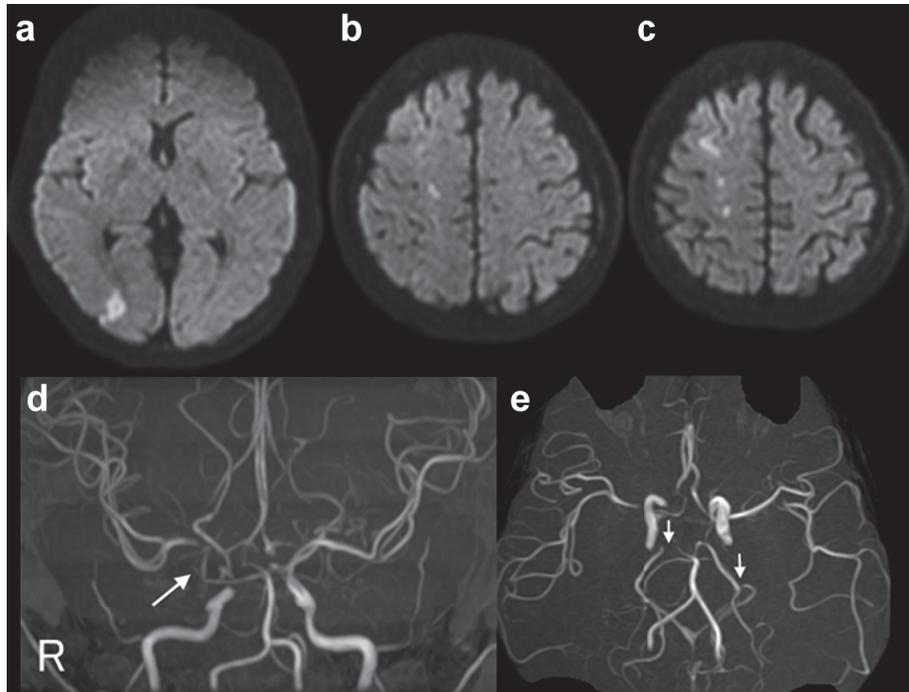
Magnetic resonance imaging/angiography on admission.
